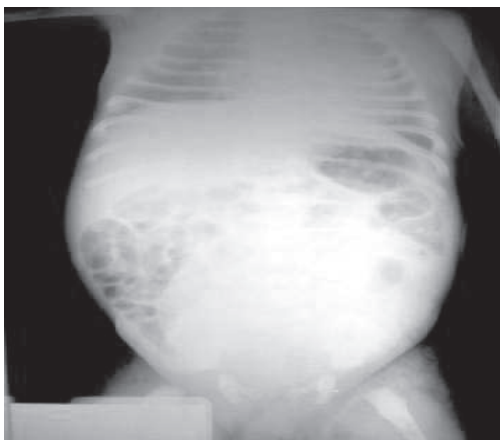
Radiografía.- Placa simple de abdomen en proyección AP.
